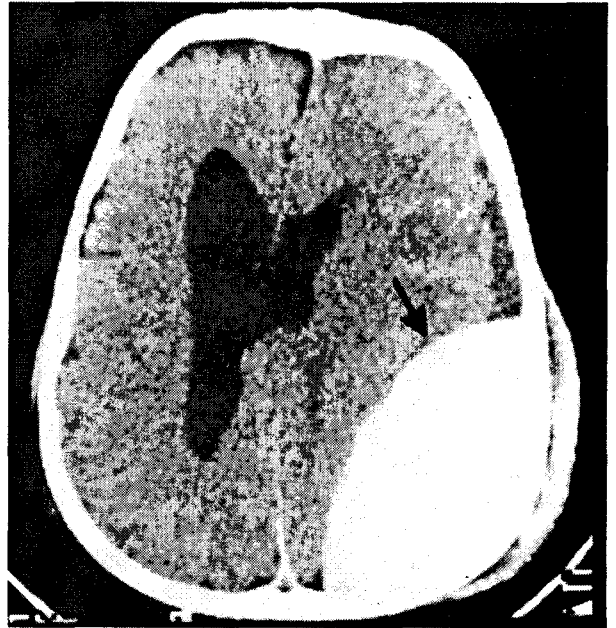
CT-scan*: Hematom extradural parietal stâng.
